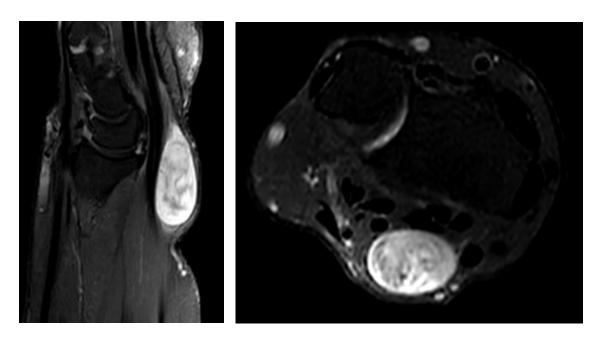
Imagen de RMN en T2 con supresion de la grasa donde se aprecia un schwannoma
